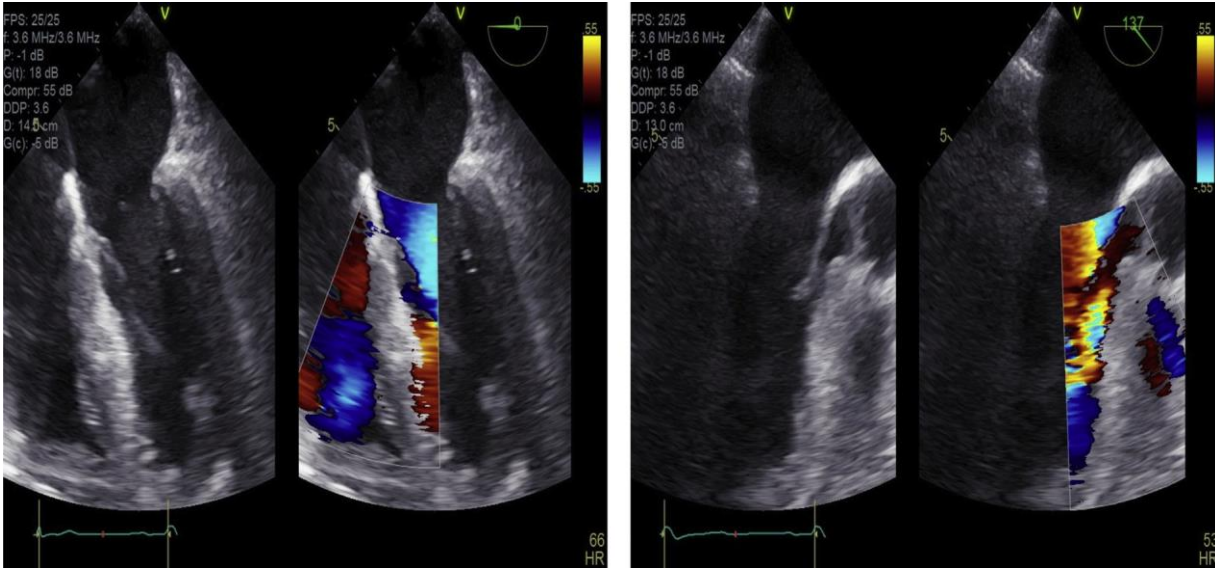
室间隔缺损 (VSD) 的二维 (2D) 和彩色多普勒超声心动图评估。左图: 食管中段 4 腔视图; 右图: 分流后食管中段长轴视图。没有 VSD。
